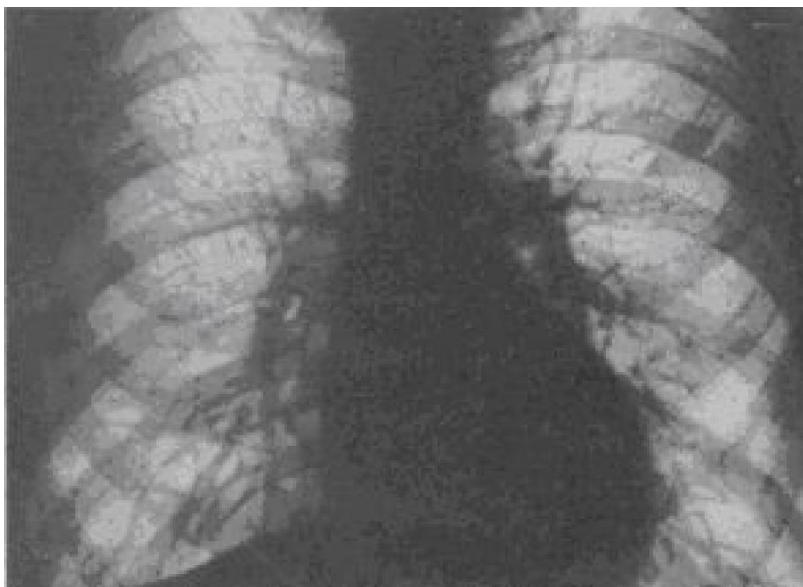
Рентгенограмма легких у рабочего шахты 42 годов с пылевым бронхитом.
